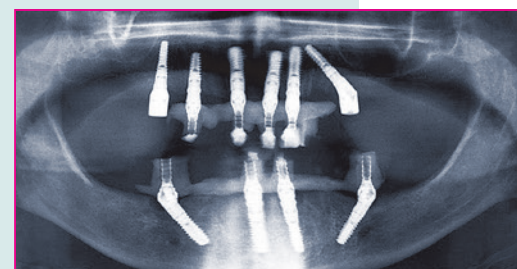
Die Situation im Röntgenbild nach der Einheilphase.
